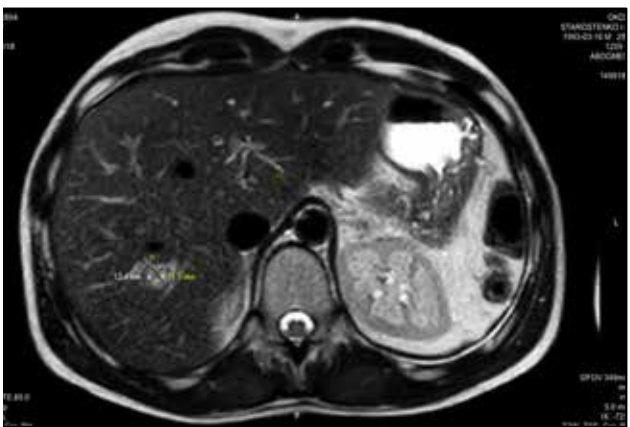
МРТ органов брюшной полости через 3 мес после проведения корпородуоденальной резекции поджелудочной железы и атипичной резекции печени с демонстрацией прогрессирования заболевания в S7 печени
